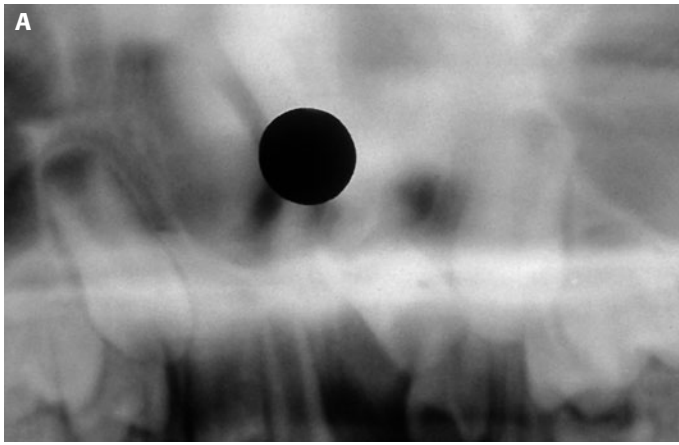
Traumatismo alveolodentario del sector anterior del maxilar superior que ha producido la detención completa del desarrollo radicular del 2.1. (A) Detalle de la ortopantomografía. (B) Aspecto de los restos del 2.1 después de su extracción quirúrgica.
